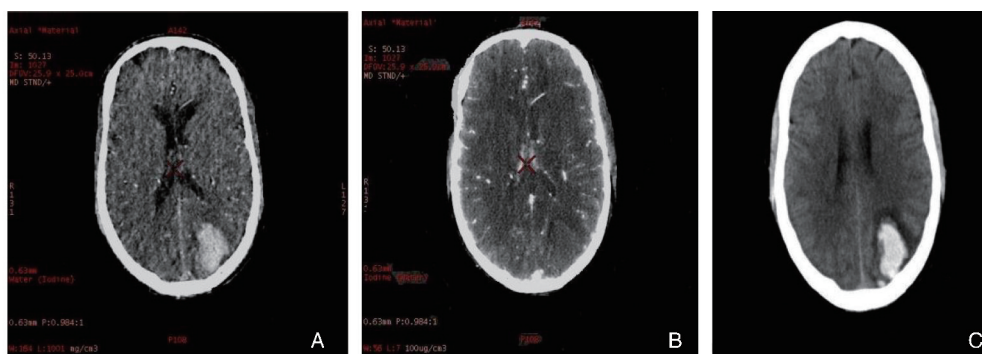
异常高密度影经宝石 CT 碘-水基图诊断为脑出血转化 A 为水基图像,显示左侧枕叶高密度影;B 为碘基图像,显示左侧枕叶等密度影;C 为术后 24 h 普通 CT 复查图像,显示左侧枕叶高密度影变化不明显。
